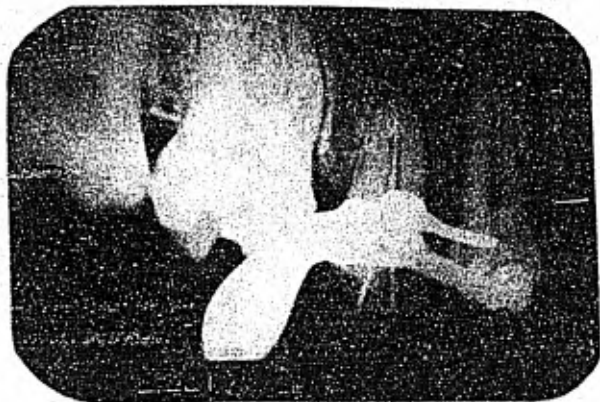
Radiografía que muestra la presencia de dos conductos unidos a nivel del tercio apical de la raíz y la conductometría, de la unión cemento dental a la cúspide del premolar.
